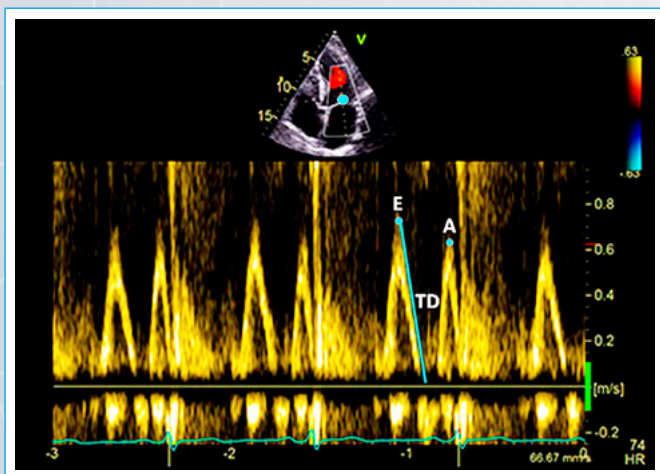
Patrón de flujo mitral adquirido con Doppler pulsado. Velocidad máxima de la onda E, velocidad máxima de la onda A, tiempo de desaceleración (TD)
